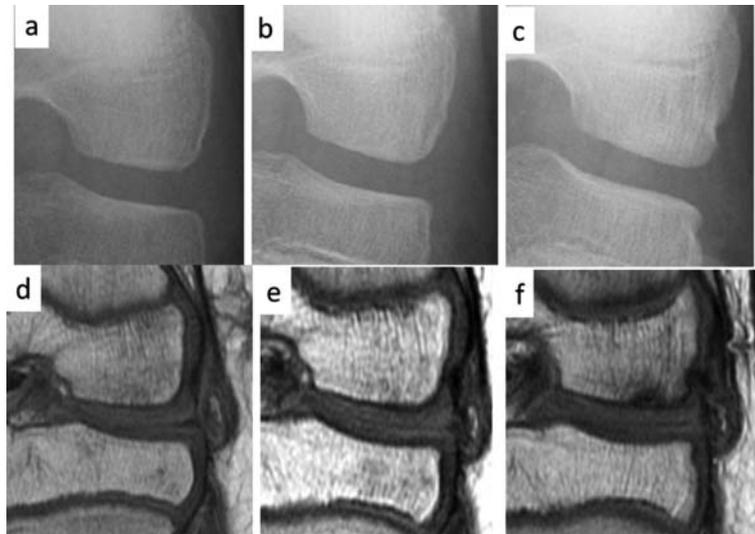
再手術後 X 線(a,b,c), MRI(d,e,f).
